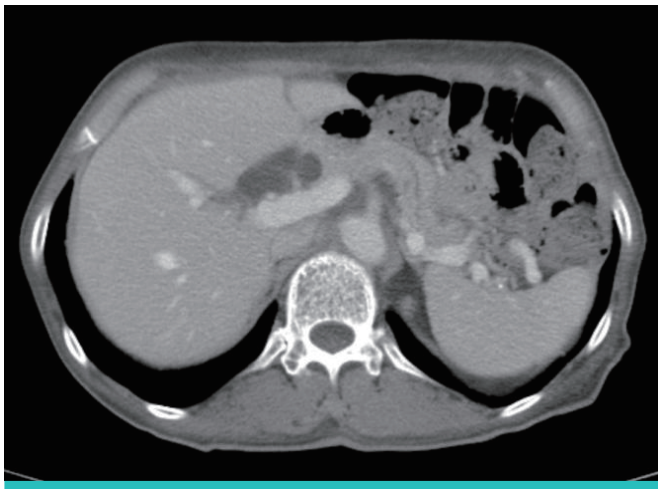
Abdomen computed tomography (CT) shows a completely improved liver abscess at both lobes of the liver.
